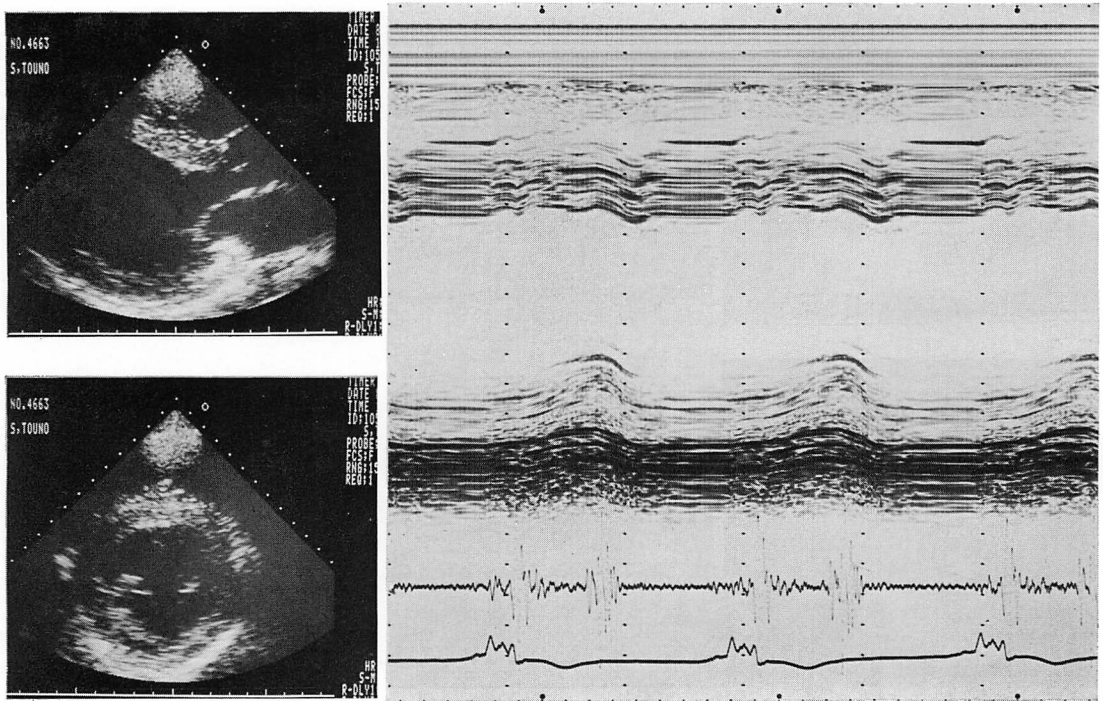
Echocardiogram of Case 4.
